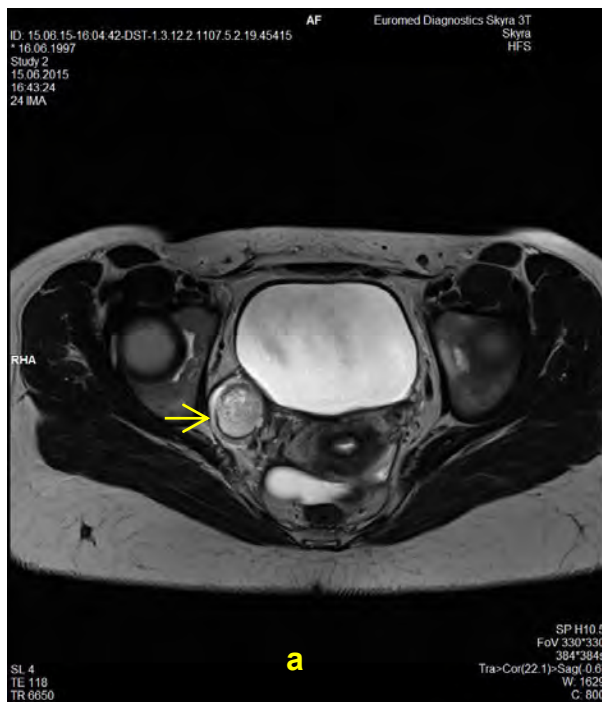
Imagistică prin rezonanță magnetică (C.O., 17 ani) (a) proiecție axială, (b) proiecție sagitală: teratom matur (→) a ovarului drept (38x37x30 mm)
